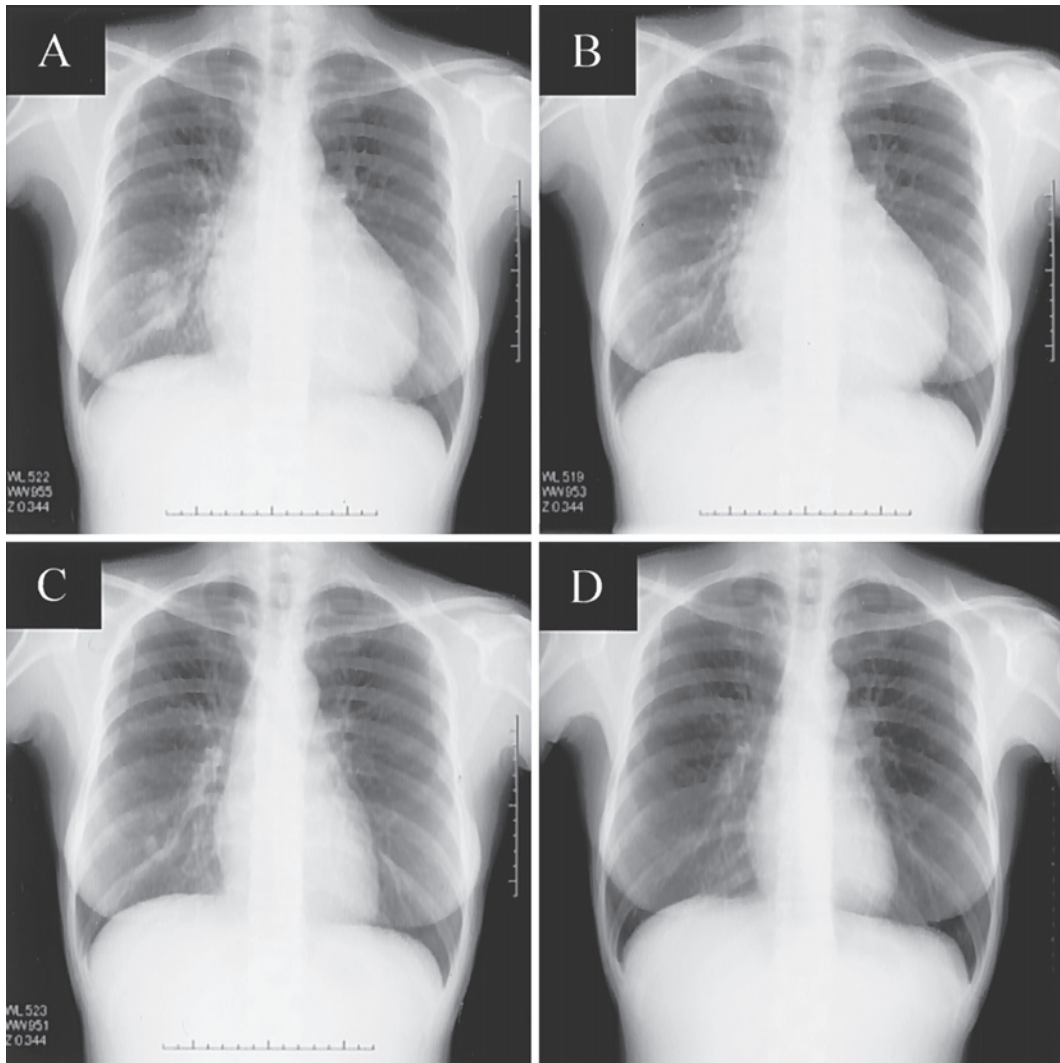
Chest roentgenogram course. A chest roentgenogram on admission showed a mass shadow in the right lower lung field and cardiac enlargement (A). The primary lesion shrank after the first course of chemotherapy consisting of carboplatin, paclitaxel and bevacizumab (B) and the cardiac enlargement also improved after the next course of carboplatin and paclitaxel without bevacizumab (C). Moreover, 7 months later, the primary lesion remained reduced in size despite the patient's acquired resistance to crizotinib (D).
